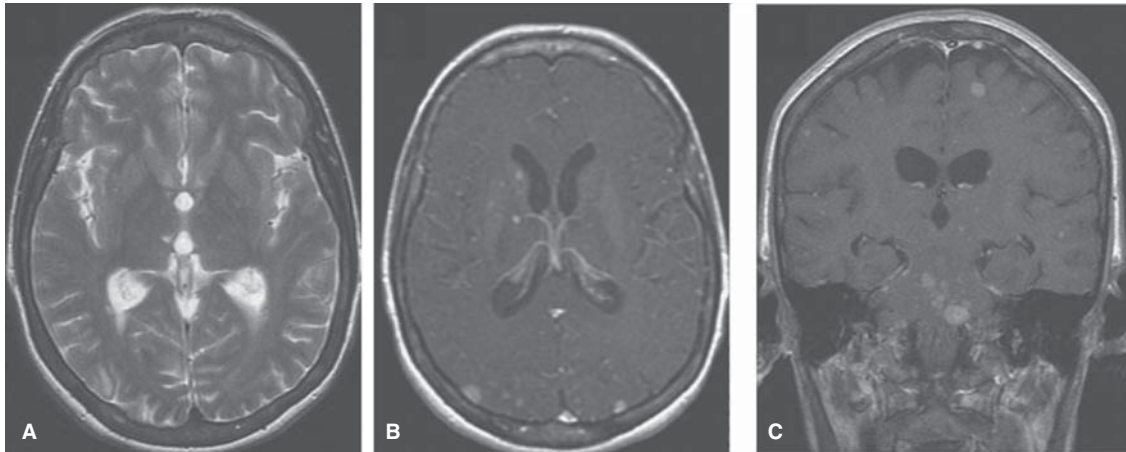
Metástasis de carcinoma de mama. A) RM eco de espín con información T2. B) RM axial eco de espín con información T1 con gadolinio. C) RM coronal eco de espín con información T1 y gadolinio. Múltiples lesiones nodulares especialmente visibles por su realce con el medio de contraste, localizadas en corteza, unión cortico-medular, núcleos grises de la base, tallo encefálico.
